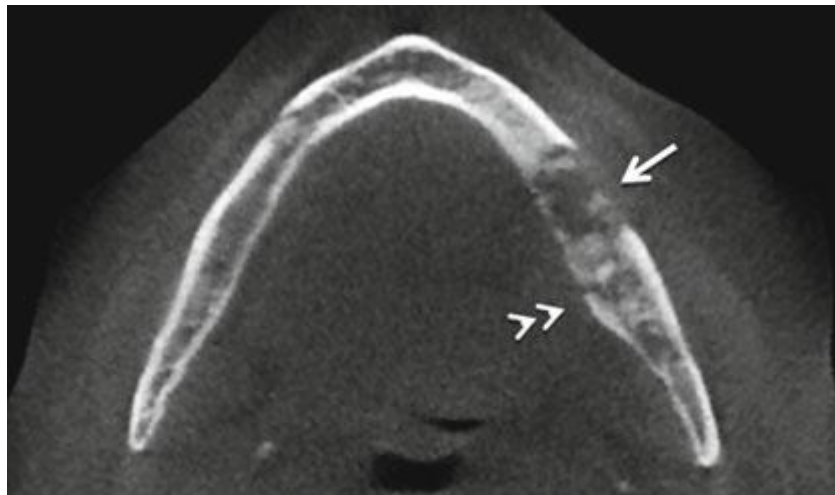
Multislice tomografia computadorizada (MSCT)
